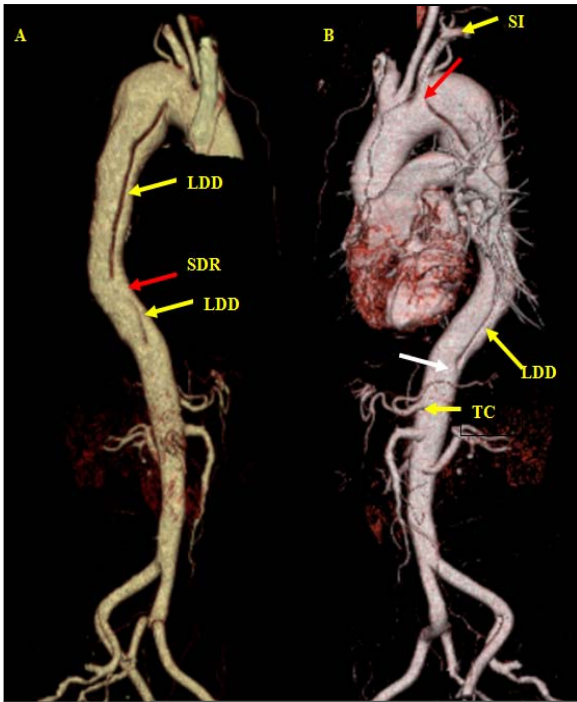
Ecocardiografía transesofágica y angiografía por tomografía computarizada de doble fuente (TCDF).
